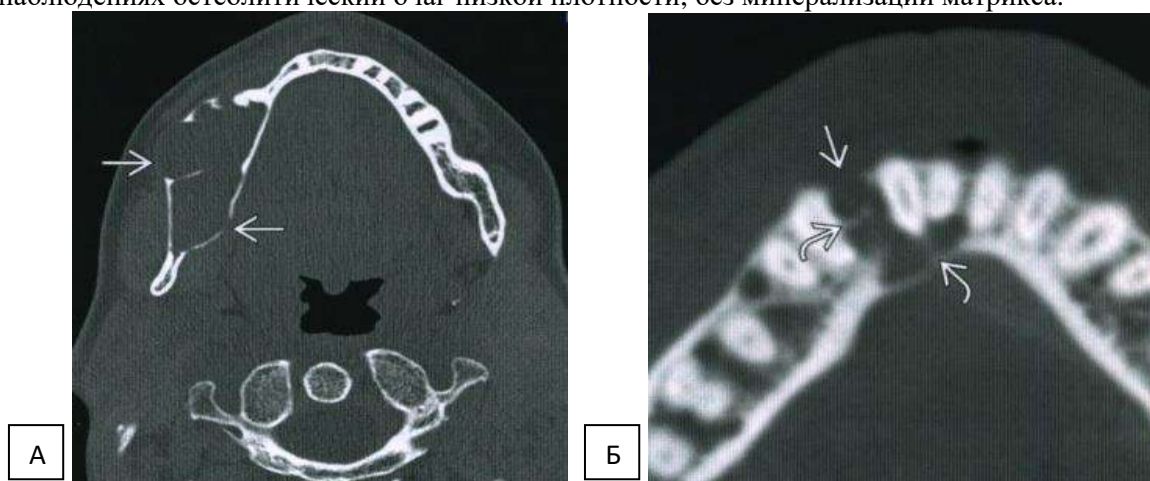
Больной Ш., 35 л. А- на аксиальном срезе МСКТ в костном окне в проекции тела нижней челюсти справа визуализируется большое многокамерное объемное образование, с распространением и деструкцией кортикального слоя кости.
